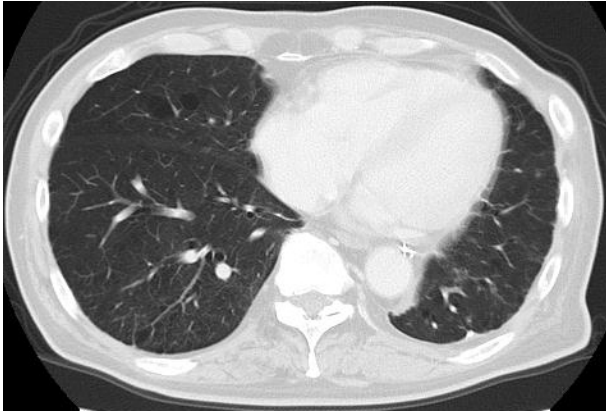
Chest CT after administration of dabrafenib and trametinib; the abnormalities on chest CT are dramatically ameliorated.
